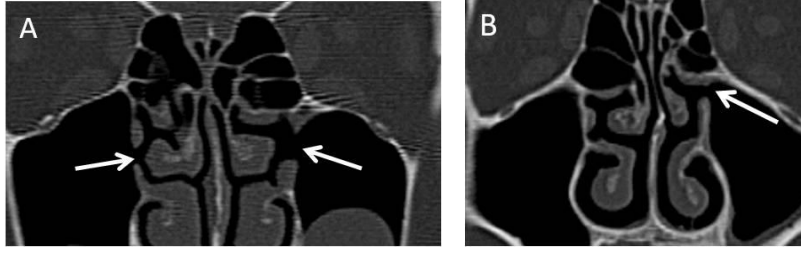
Maksiller sinüs hipoplazisi. Koronal BT’de bilateral hipoplazik maksiller sinüs (düz ok) ve UP atelektazisi (yıldız) izleniyor.
